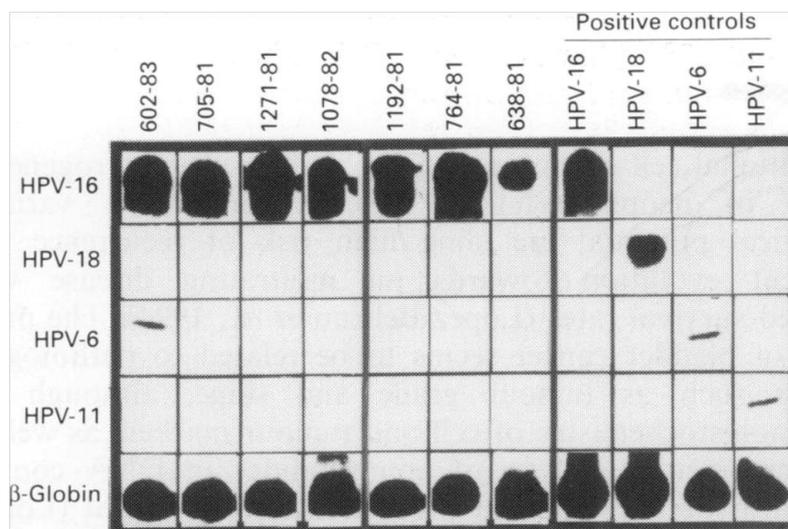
Autorradiografías de señales positivas para el ADN de HPV tipo 16 y tipo 6 mediante análisis de PCR.
